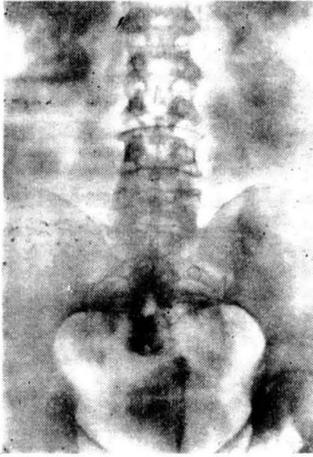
(Obs. III). Radiografía simple. Calculo coraliforme riñón derecho.
